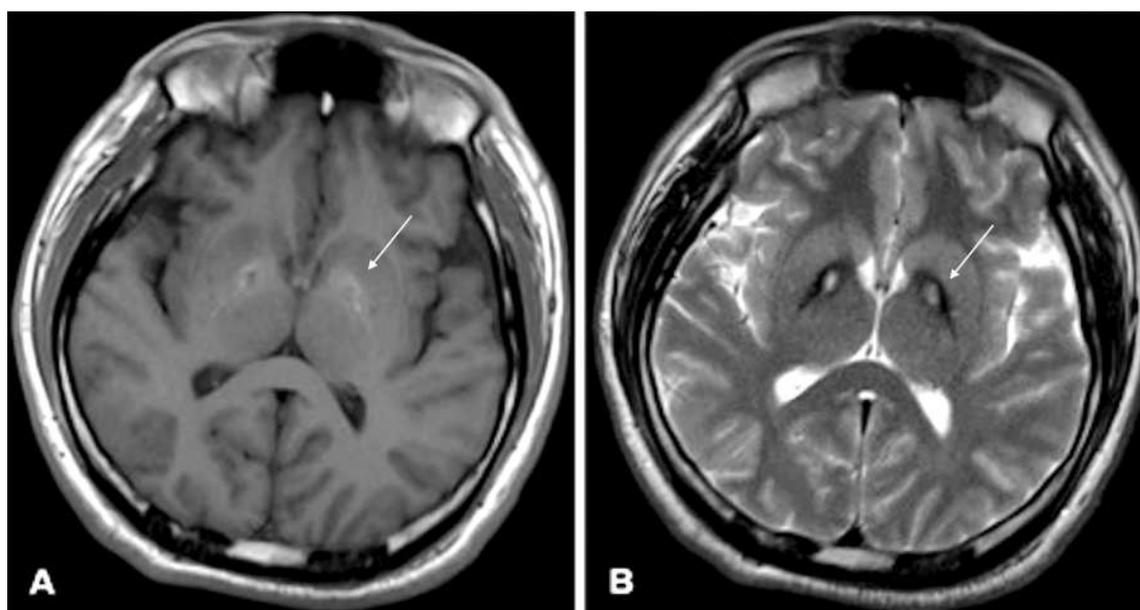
МРТ головного мозга в T1 (А) и T2-взвешенных изображениях (В): симптом «глаз тигра» (указано стрелками).
